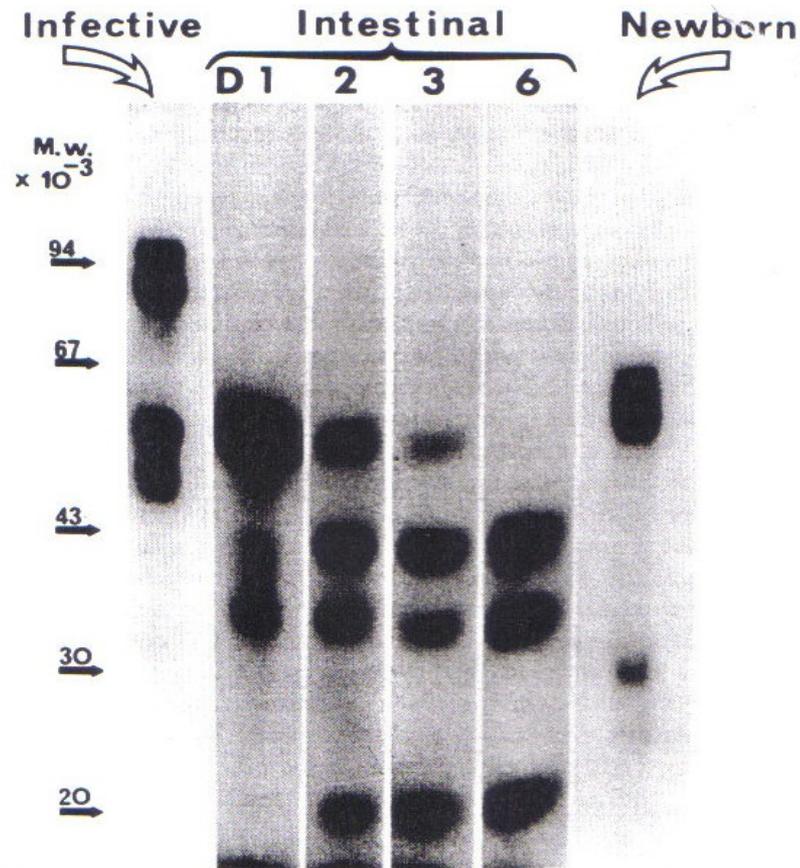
Stage-specific surface antigens of *Trichinella spiralis*. The figure shows an autoradiograph of an SDS-PAGE gel of 125 Iodine-labelled surface proteins of the three stages of *T. spiralis*: infective larvae, intestinal worms (removed from the small intestine at days 1, 2, 3 and 6 after oral infection) and newborn larvae (Philipp *et al.*, 1980); reprinted by permission from *Nature* Vol. 287, p. 539, copyright © 1980, Macmillan Magazines Ltd.
